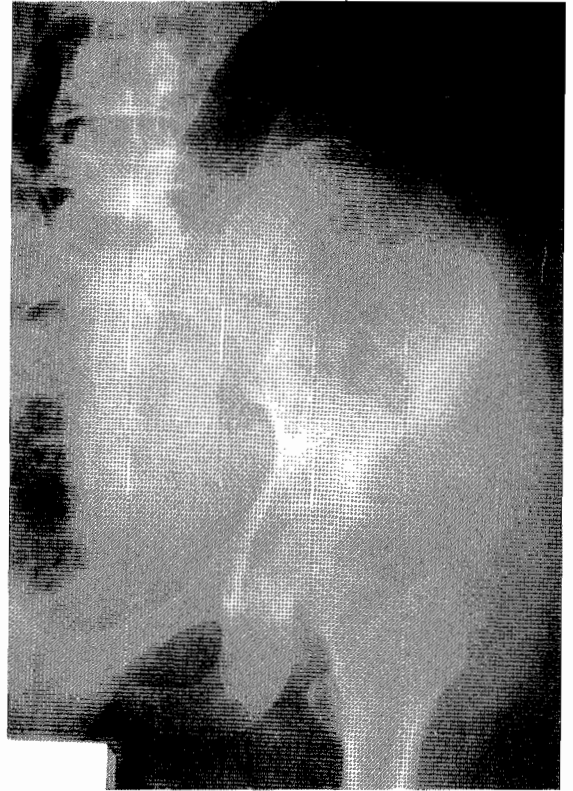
Radiographie de la hanche: zones d'ostéolyses mitées réactionnelles de l'os coxal
